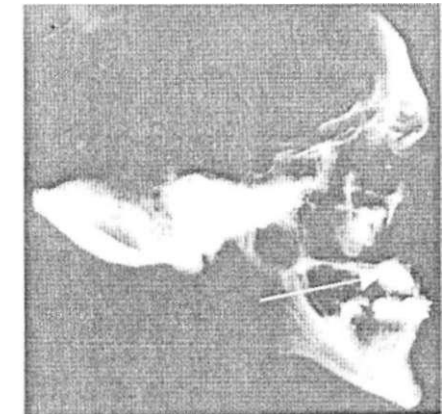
Post-mortem x-ray of examined skull.
